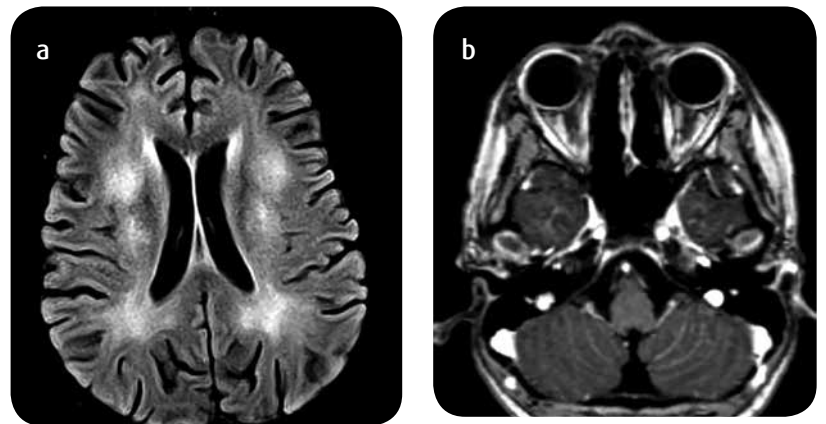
Síndrome de leucoencefalopatía posterior reversible inducida por L-asparaginasa. RM a) Axial FLAIR: Lesiones con alta señal de la sustancia blanca periventricular. b) Con información T1 con medio de contraste. Realce leptomeníngeo liso infratentorial.
